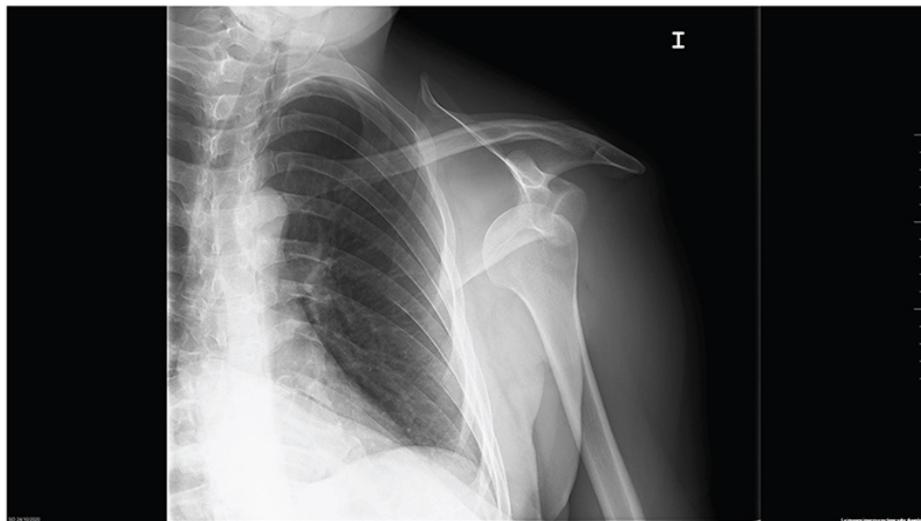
Radiografía AP de hombro: luxación anterior de hombro izquierdo.
